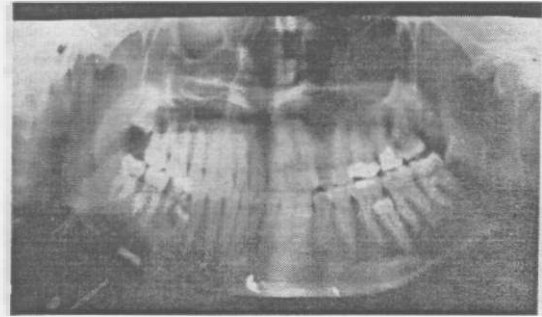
Olgu IV. Maksiller ortopantomografide iki adet mesiodens.
